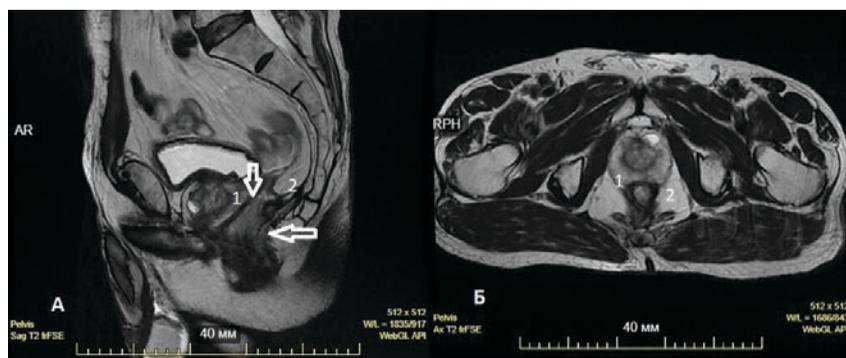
Магнитно-резонансная томография малого таза пациента Б. через 6 мес. после завершения лечения – полная регенерация зоны дефекта КРР без остаточной параректальной полости: А – сагиттальная проекция; Б – горизонтальная проекция. 1 зона – анастомоза; 2 – грануляционная ткань в зоне бывшего дефекта
